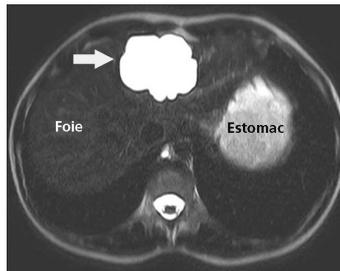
Kyste biliaire (flèche) en IRM pondérée T2
